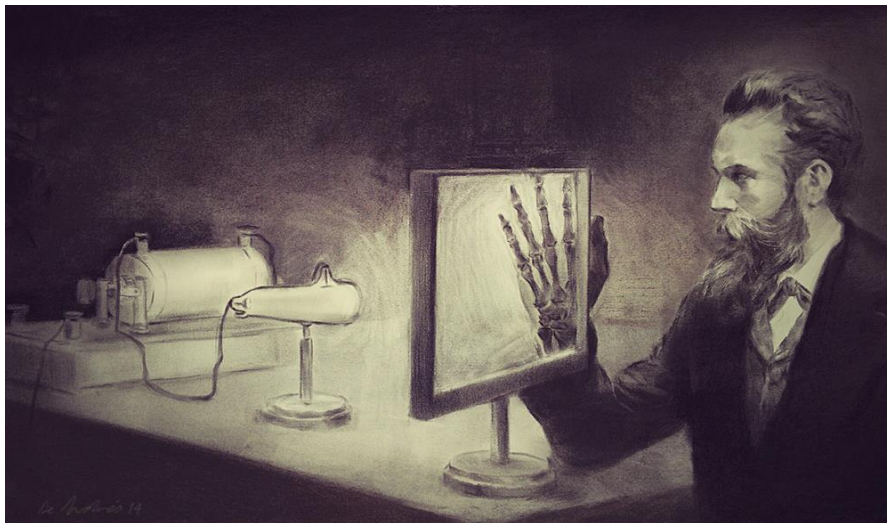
Wilhelm Röntgen y su experimento.
